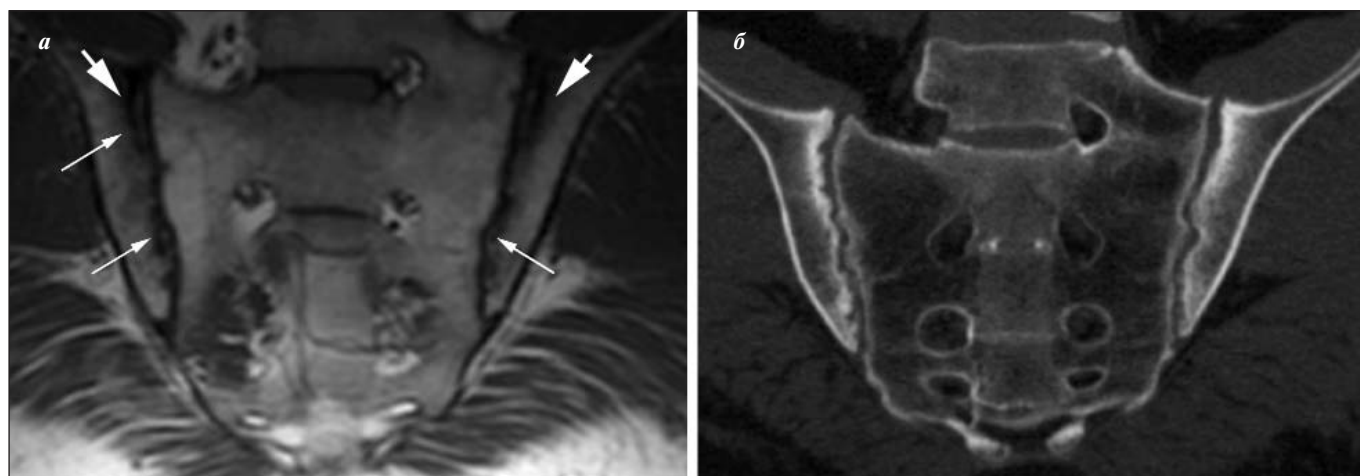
а — МРТ, T₁-взвешенный режим, полукоронарная проекция у больного АС. Суставные щели обоих КПС неравномерно расширены, замыкательные костные пластинки неровные за счет множественных эрозий (длинные стрелки). В субхондральных отделах тел обеих подвздошных костей — зоны линейной формы пониженного сигнала (короткие стрелки), что соответствует субхондральному склерозу (подтверждено на T₂-FS-взвешенной томограмме); б — КТ КПС в полукоронарной плоскости у того же больного. На всем протяжении обоих суставов отчетливо выявляются множественные эрозии боковых масс крестца и тел подвздошных костей на фоне субхондрального склероза
